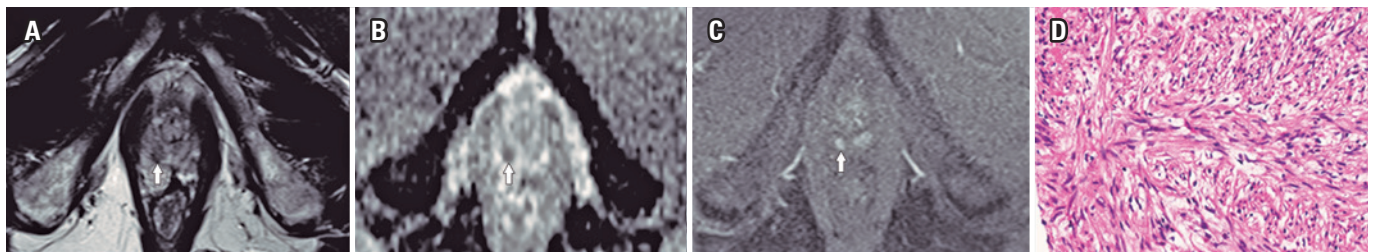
A ressonância magnética multiparamétrica da próstata mostra um nódulo circunscrito na zona periférica, nas imagens ponderadas em T2 (A), com moderada restrição à difusão no mapa de coeficiente de difusão aparente (B) e hipervascularização precoce na sequência dinâmica pós-contraste (C). A análise patológica confirmou um leiomioma prostático puro (D)
